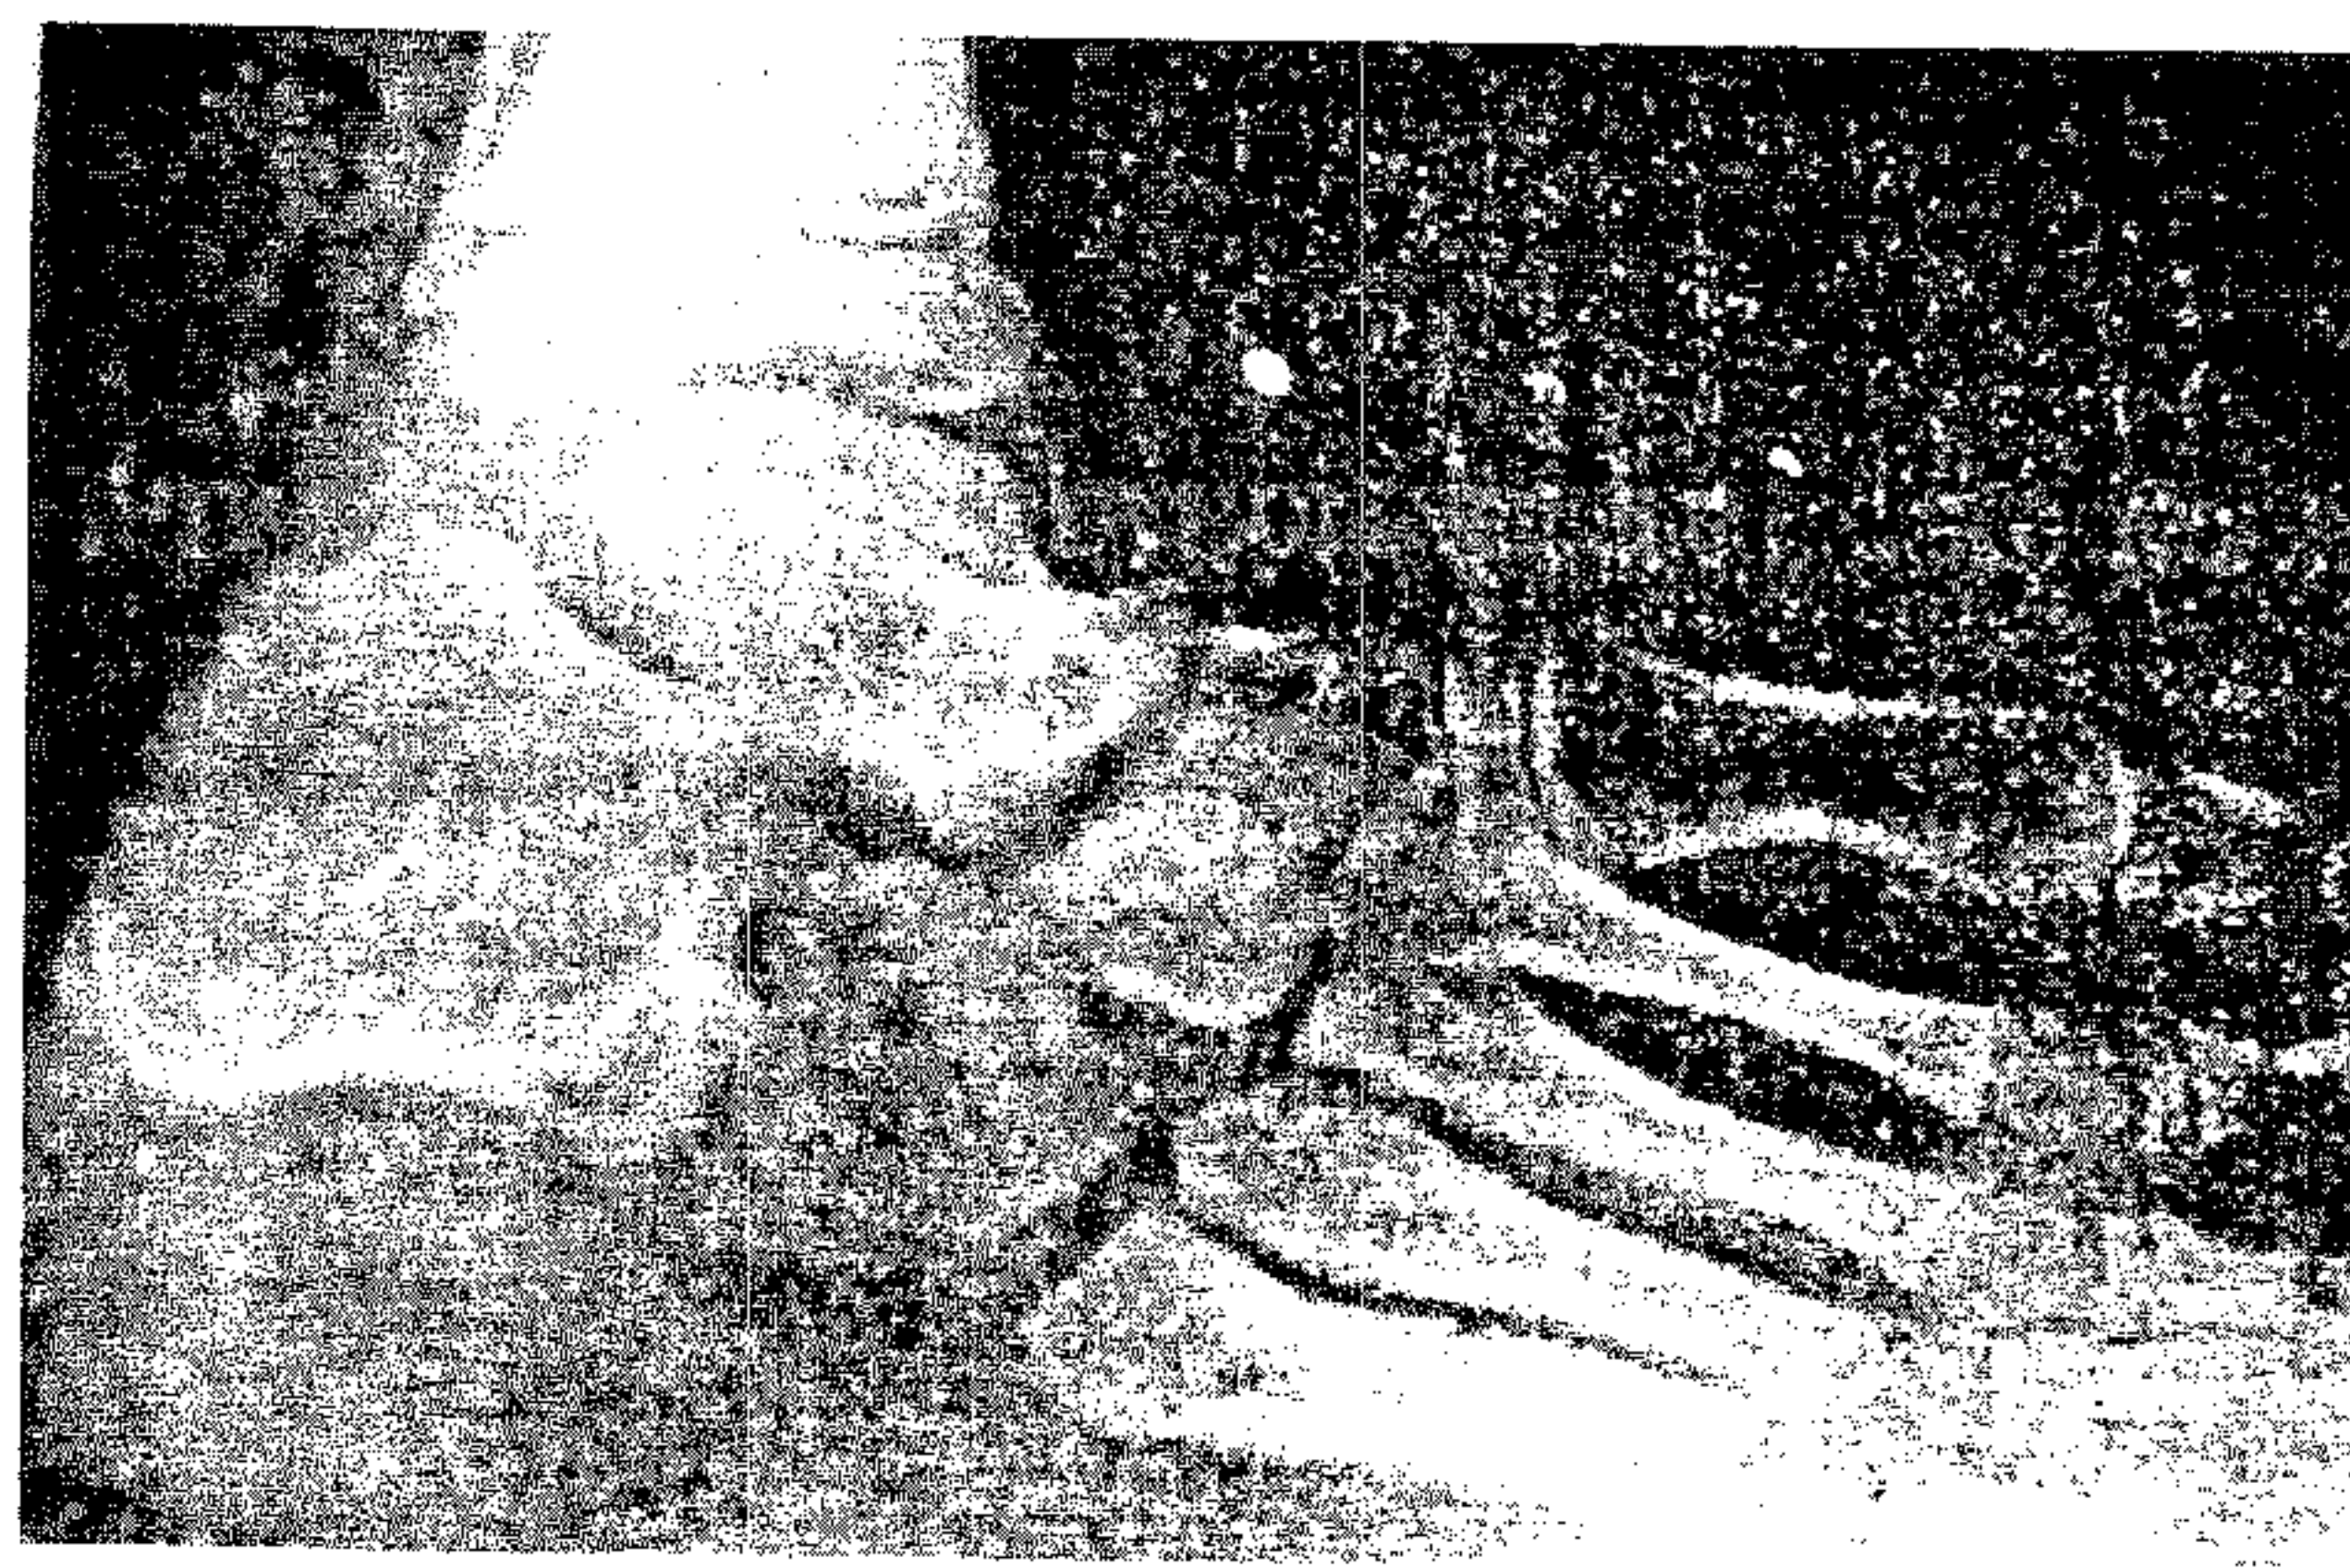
Aspect radiografic tardiv al unui picior strâmb congenital varus echin tratat ortopedic.
